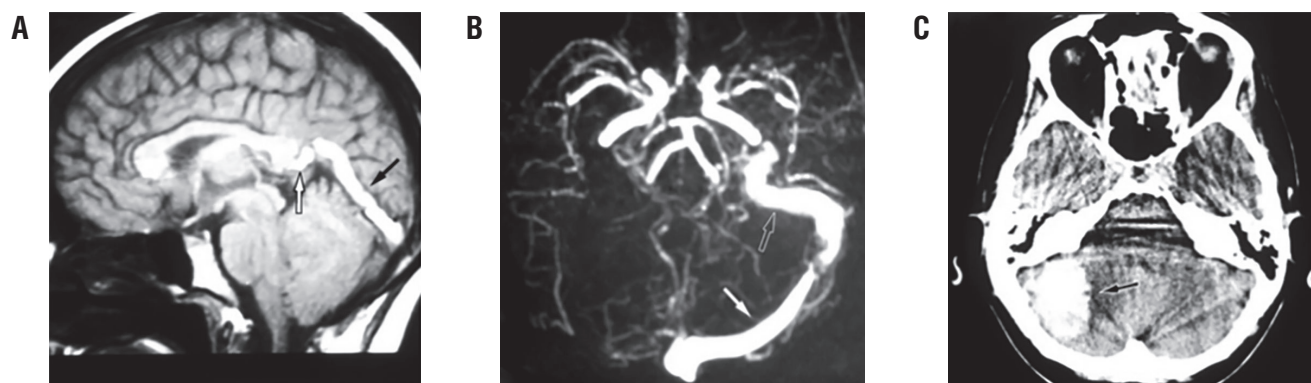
Тромбоз дурального венозного синуса, приводящий к внутричерепному кровоизлиянию: А – T1-взвешенная неконтрастная сагиттальная магнитно-резонансная (МР) томография, демонстрирующая тромбоз вены Галена (белая стрелка) и прямого синуса (черная стрелка); В – МР-венограмма, показывающая открытые левые поперечный (белая стрелка) и сигмовидный (черная стрелка) синусы и отсутствие сигнала слева, что указывает на окклюзию; С – компьютерная томография без контраста, показывающая внутримозговое кровоизлияние в правом полушарии мозжечка (черная стрелка) [21].
